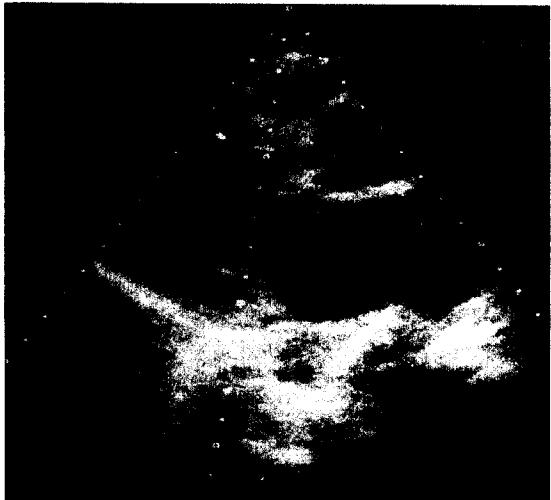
Echocardiogram Showing Aortic Valve Vegetation in Case 2.
